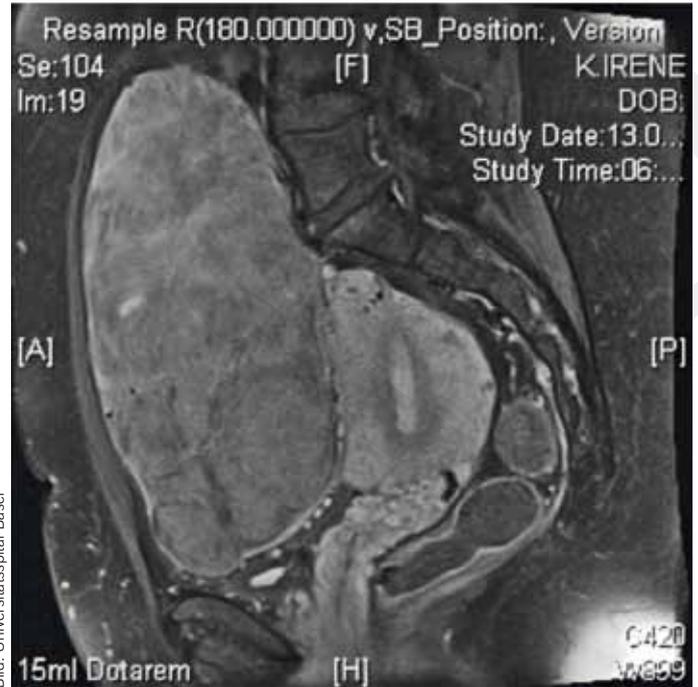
MRI eines Uterus myomatosus
